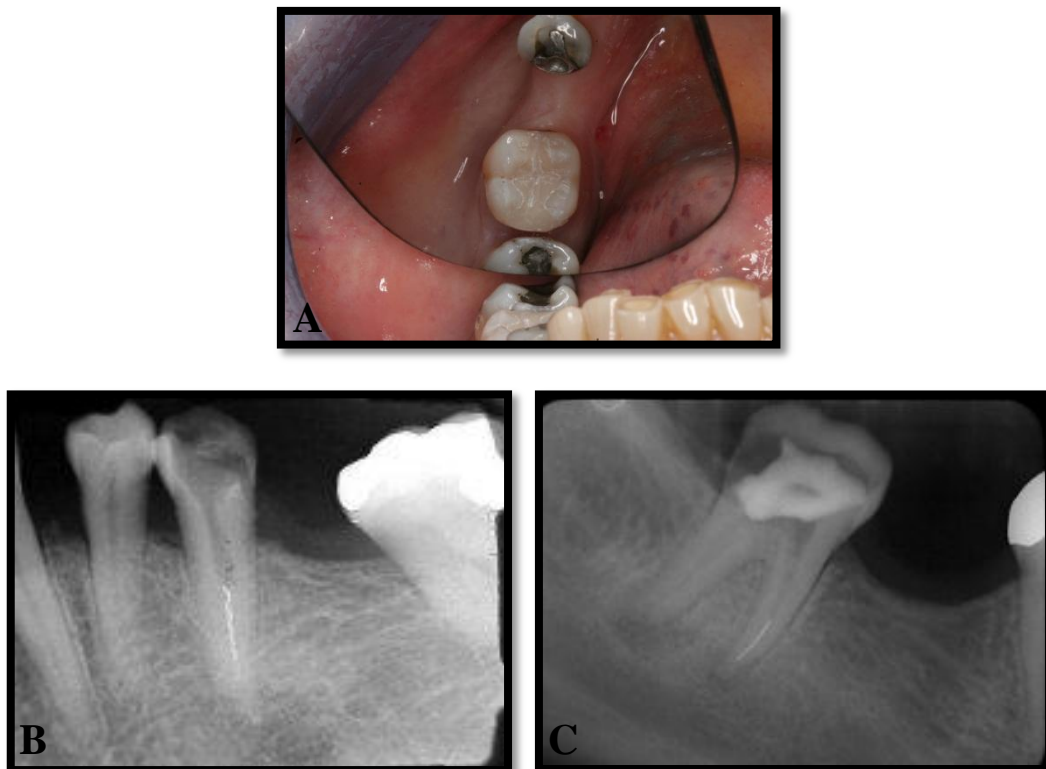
A: Fotografia do dente 4.5 restaurado. B e C: Radiografias exemplares de dentes com instrumentos fracturados no interior do SCR. Fonte: Fotografia cedida pela Mestre Ana Teles.
